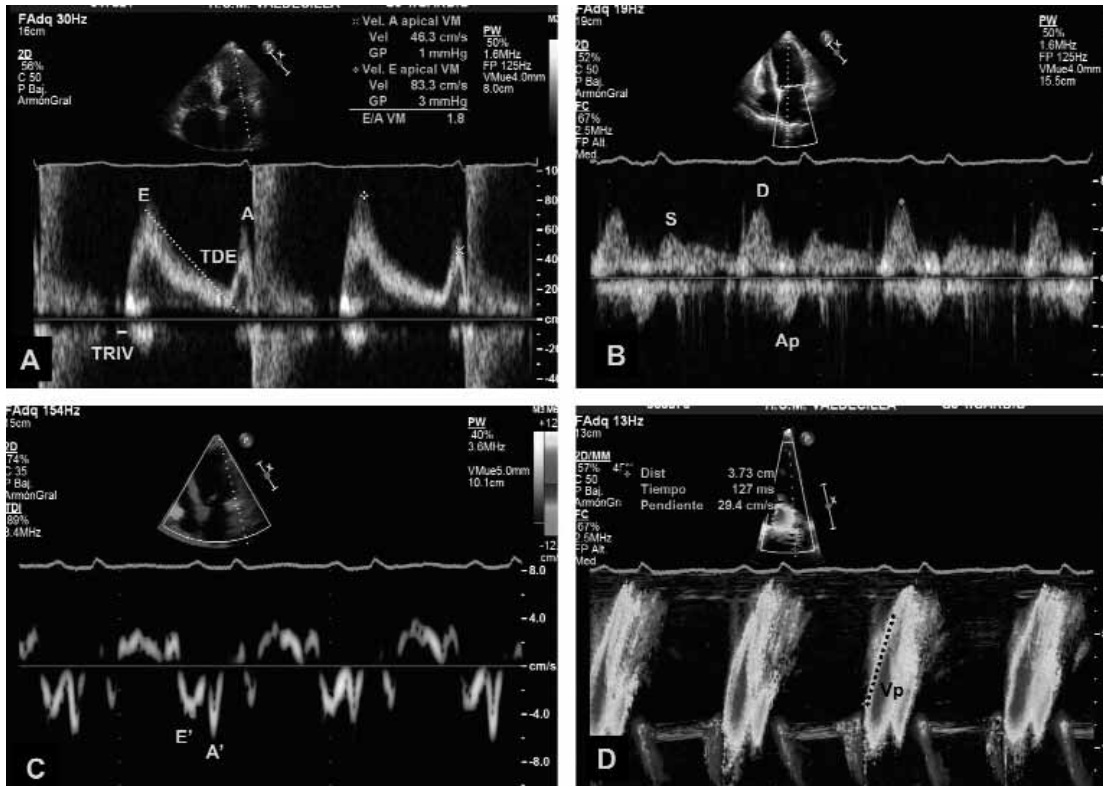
Valoración de la función diastólica en un paciente con patrón pseudonormal. A) registro doppler pulsado a nivel de la válvula mitral compatible con la normalidad. B) flujo pulmonar donde se demuestra una disminución del flujo sistólico y un aumento de la velocidad de la onda A reversa pulmonar (40 cm/s) lo que indica un aumento de las presiones de llenado. C) registro con TDI a nivel del anillo lateral mitral donde se aprecia una disminución generalizada de las velocidades que nos permite calcular una relación $E'/E' = 20$, lo que permite estimar un PCP > 15 mmHg. D) modo M color a nivel de la mitral donde existe una disminución de la velocidad de propagación (línea de puntos) a 29 cm/s y una relación E/V_p de 2,8 lo que se correlaciona con una PCP > 15 mmHg. *TDE: tiempo de desaceleración válvula mitral. TRIV: tiempo de relación isovolumétrica. E: onda E mitral; A: onda A mitral; E': onda E a nivel del TDI; TDI: Doppler tisular; S: flujo sistólico pulmonar; D: flujo diastólico pulmonar; Ap: onda A reversa pulmonar; Vp: velocidad de propagación.*
